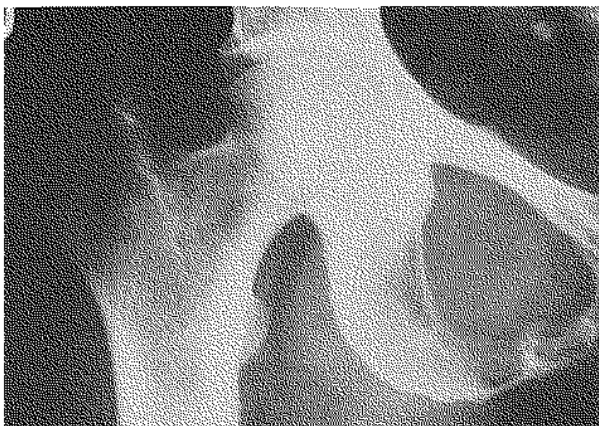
Radiographie préopératoire du bassin. Érosion du cadre obturateur.
